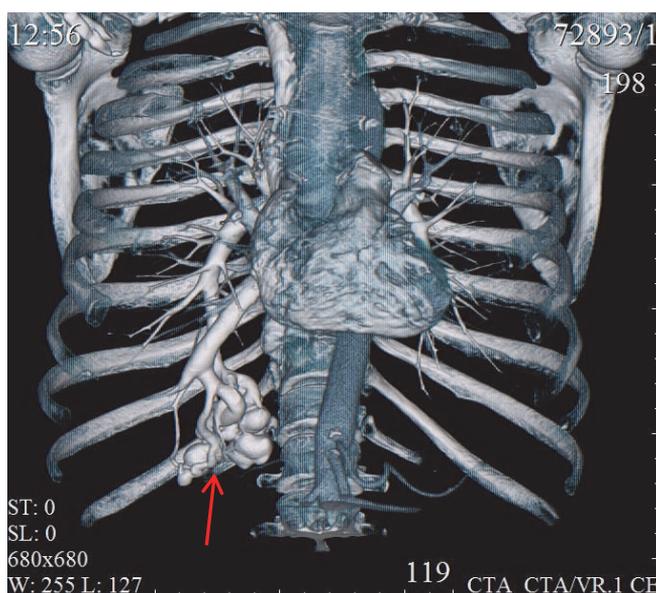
КТ-ангиография органов грудной клетки. Артериальная фаза. Определяется патологическая зона в нижней доле правого легкого. Прямая проекция, 3D-реконструкция
